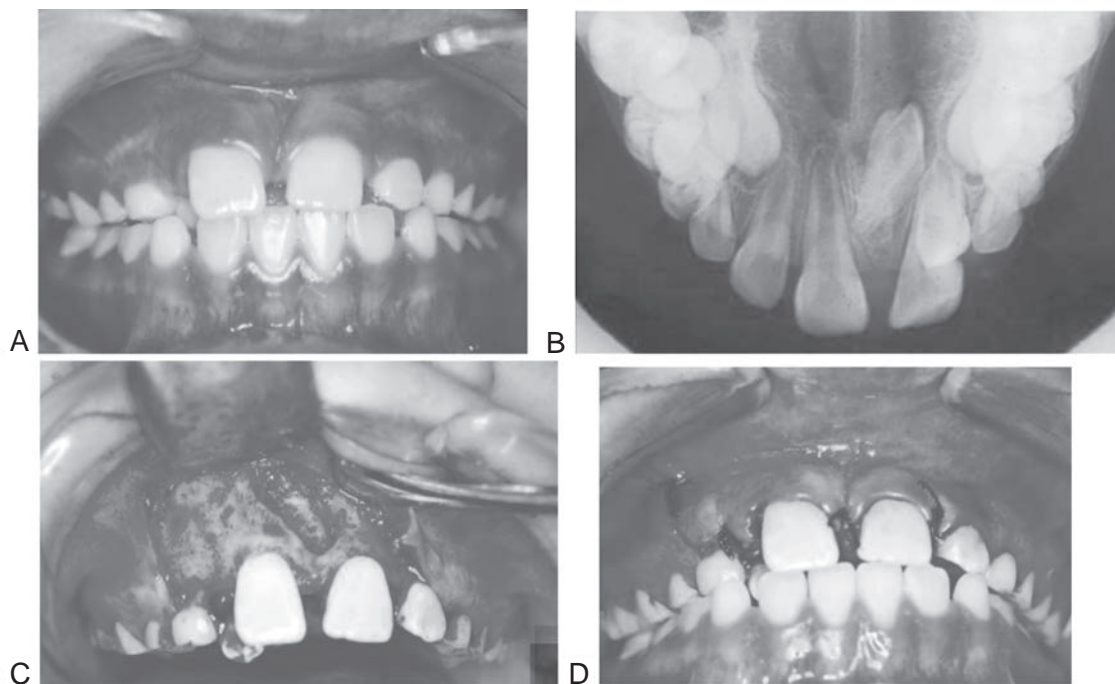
Nótese la presencia de un diastema en la línea media que ocasiona el apiñamiento del incisivo lateral superior derecho hacia palatino (A), al tomar una radiografía oclusal se identifica un diente supernumerario (B), se hace un abordaje vestibular con una liberatriz y se extrae el órgano dentario que se encontraba invertido (la corona hacia apical); (C), finalmente se reposiciona el colgajo en su lugar original (D).
